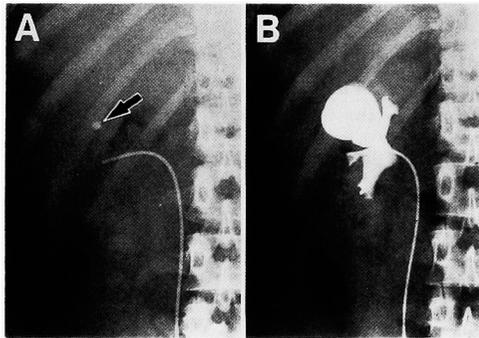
A; Plain film shows a small stone shadow in upper pole of right kidney (arrow). B; RP shows two round smooth-walled diverticula arising from infundibulum of upper calices.
